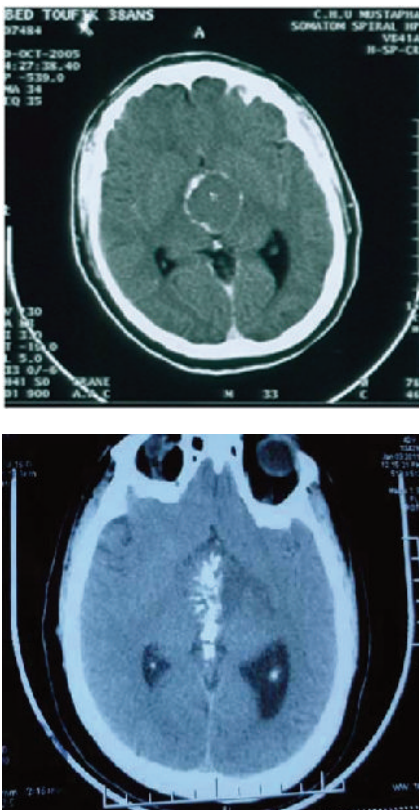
TDM axiale : craniopharyngiome kystique avant injection d'Yttrium (a) calcification du kyste (b)
